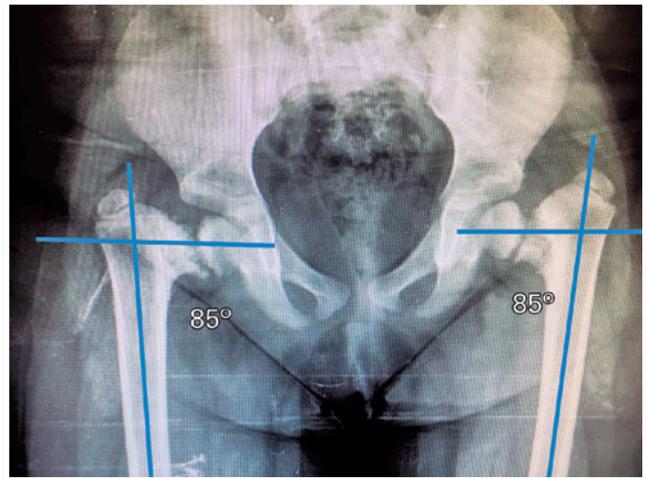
Radiografia de pelve, incidência ântero-posterior, com mensuração do ângulo cervico-diafisário bilateral
